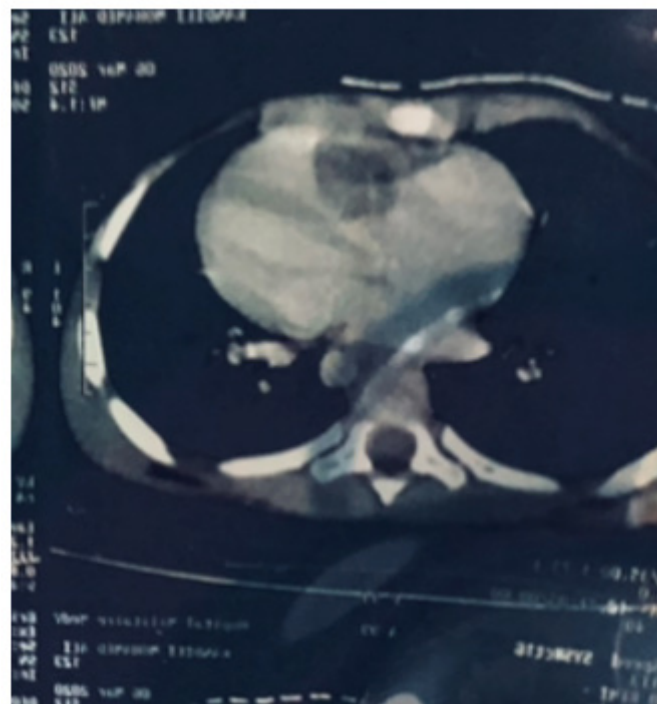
CT appearance of myxoma of the right cavities.
